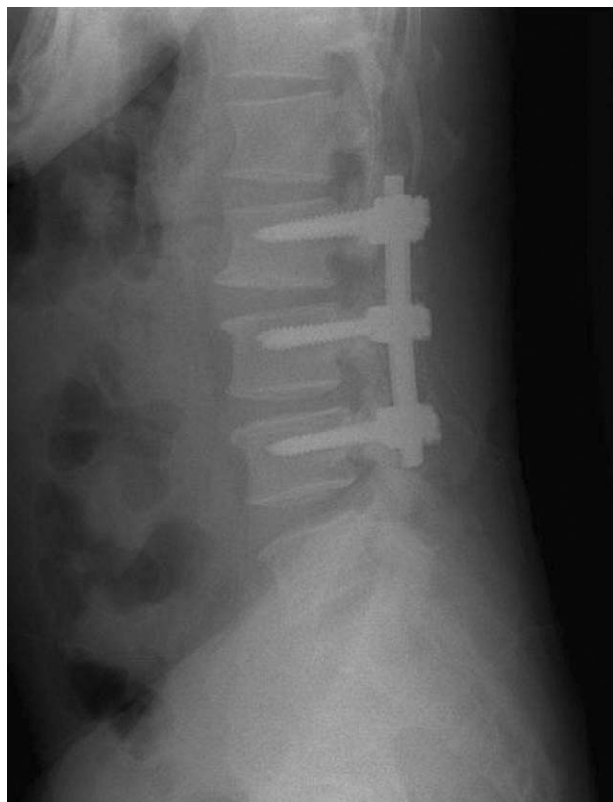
Simple lateral radiograph shows posterolateral fusion with instrumentation.
